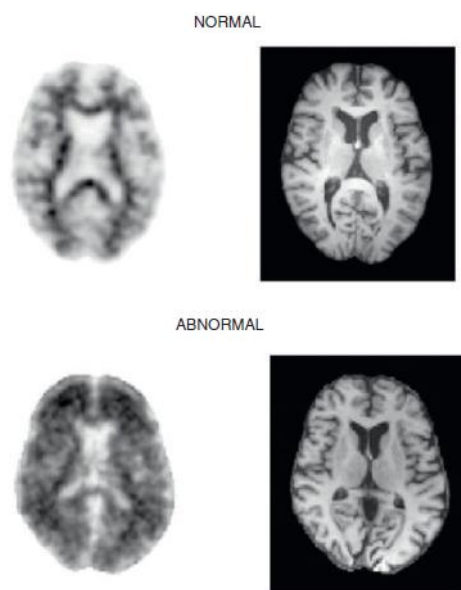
Imagens obtidas por PET com o radiofármaco Florbetapir-¹⁸F, em que a imagem anormal é relativa a um paciente com DA, que apresenta placas senis no córtex cerebral. Adaptado da referência (3)
